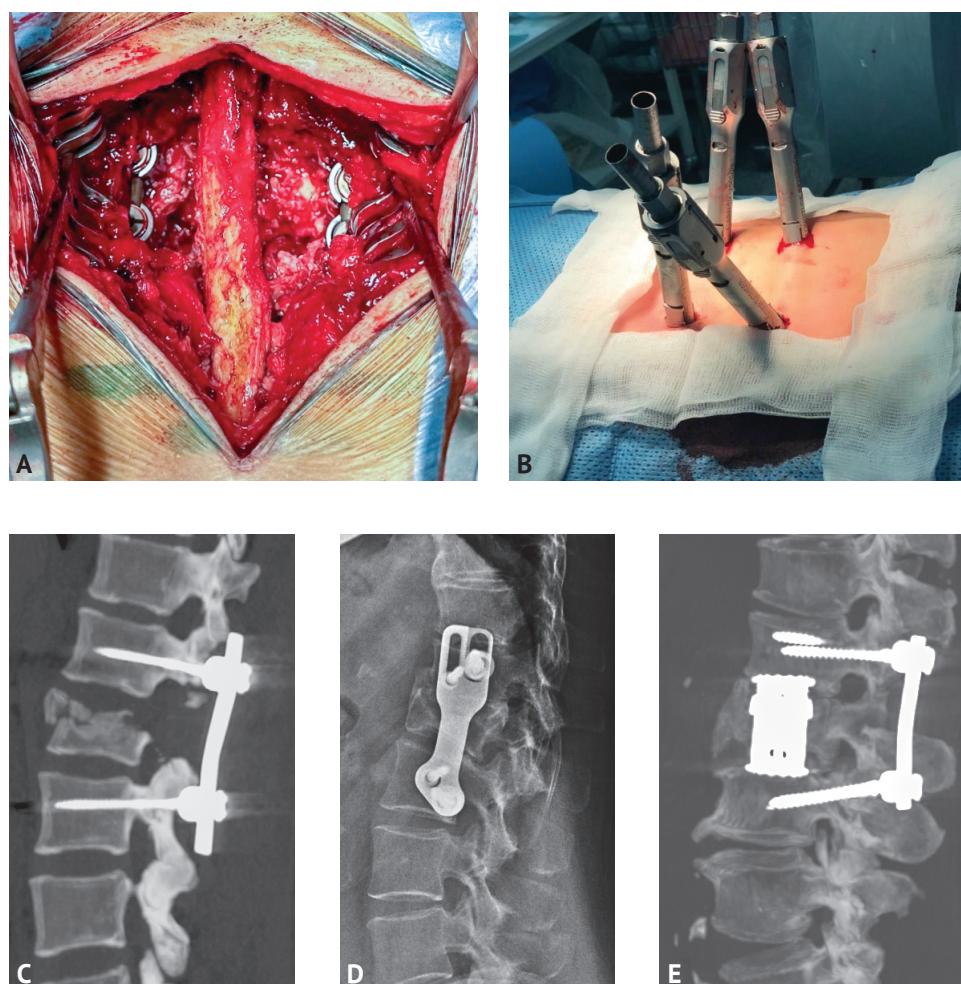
Интраоперационные фотографии (A, B), КТ-реформации (C, E) и рентгенограмма (D), демонстрирующие сравниваемые в исследовании методы хирургического лечения. A — транспедикулярная фиксация из срединного доступа; B — перкутанская транспедикулярная фиксация; C — транспедикулярная фиксация с декомпрессией с резекцией фасеточного сустава, ножки позвонка и удалением отломков тела; D — передний спондилодез с применением аллогости и пластины; E — комбинированный спондилодез с применением транспедикулярной фиксации с декомпрессией и лифтового протеза
